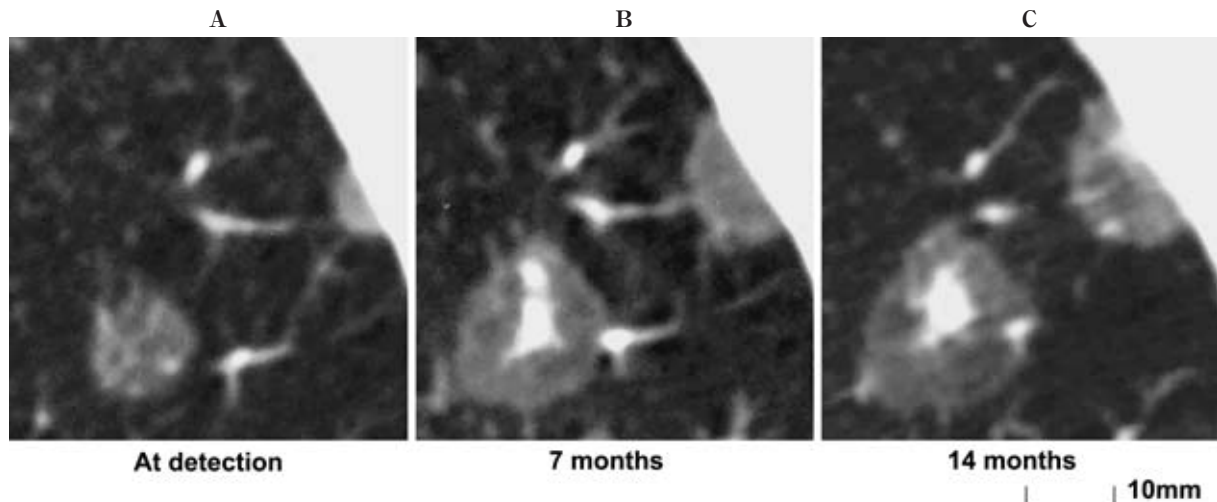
Thin section CT (TSCT) images of Case 1. A. A pure GGO was detected in the left upper lobe before the first surgery for the stage IB adenocarcinoma in the right lung. B. Apparent enlargement and the formation of central solid component of the lesion was observed 7 months after the surgery. C. A TSCT image 14 months after detection. TDT of the larger lesion was 190 days.
